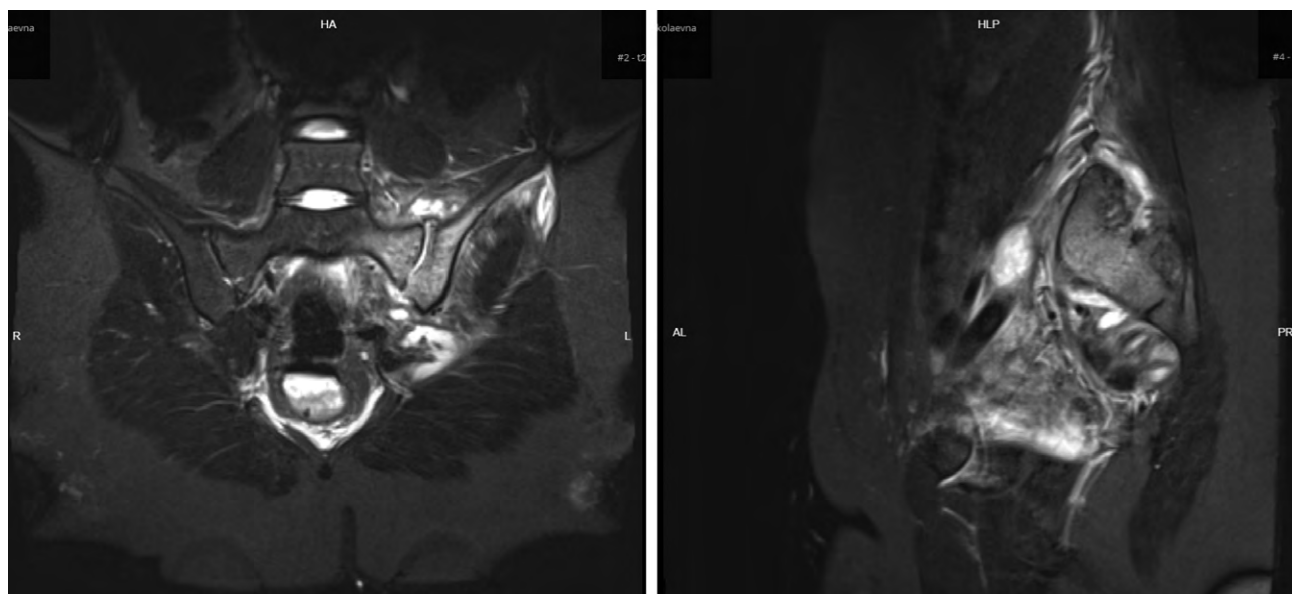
Магнитно-резонансная томограмма: остеомиелит крестцовой и подвздошной костей.
